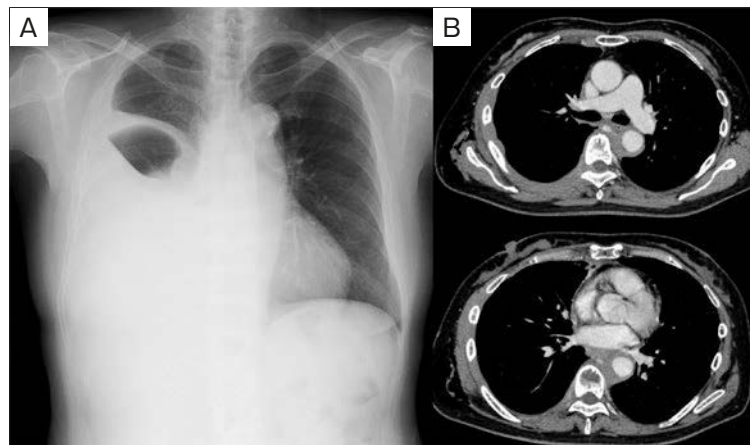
Chest X-ray and contrast-enhanced computed tomography (CT) images. (A) Chest X-ray showing a massive right pleural effusion that is also present in the interlobar space. (B) Contrast-enhanced CT image showing the right pleural thickening extending into the spinal canal, and continuing around the descending aorta.
